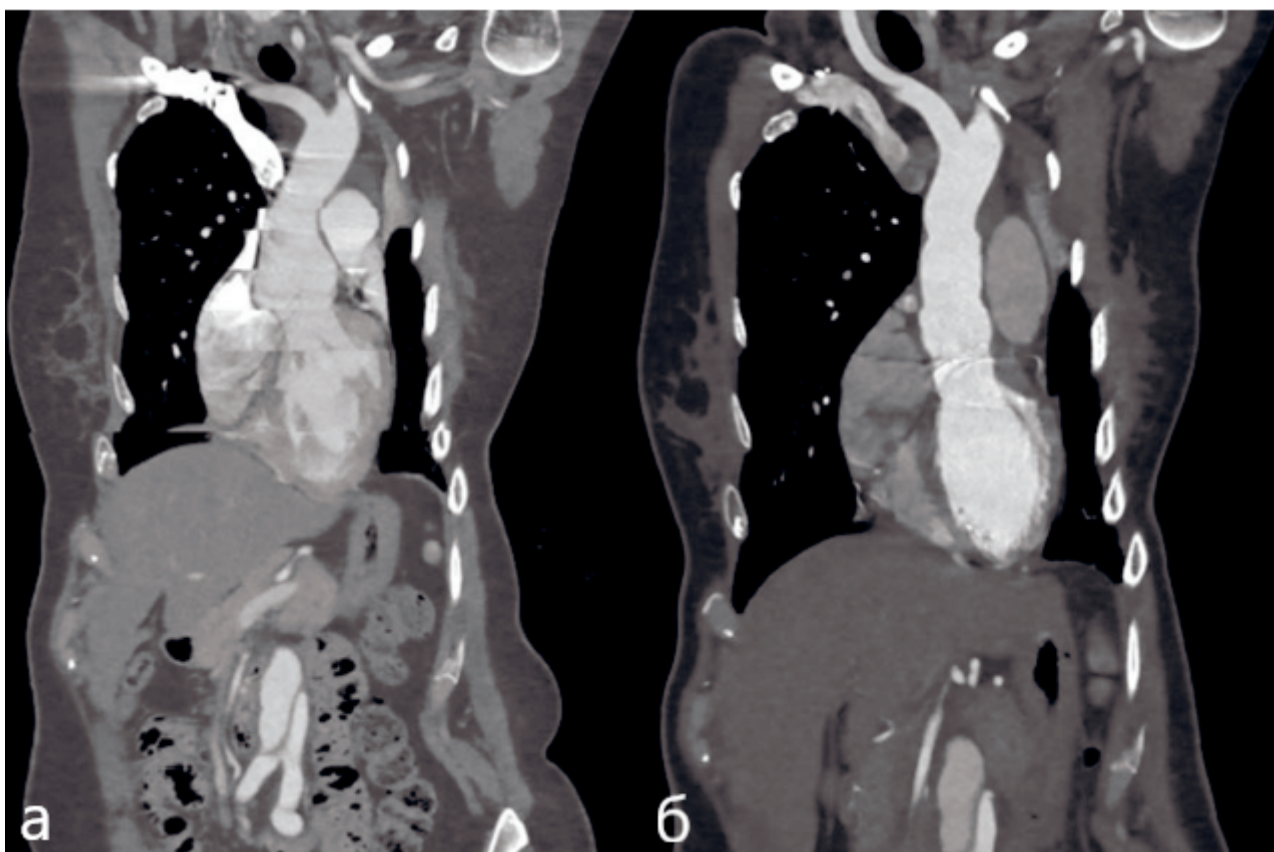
а – МСКТ грудного отдела аорты до операции, б – после операции.
